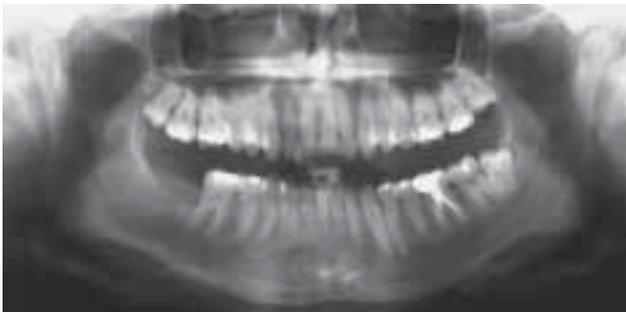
Kontrollröntgenbild ein Jahr nach Zystektomie der Keratozyste und gleichzeitiger Extraktion des Zahnes 47: Der Knochen in der ehemaligen Zystenregion hat sich regeneriert, und es ist kein Rezidiv zu erkennen.
